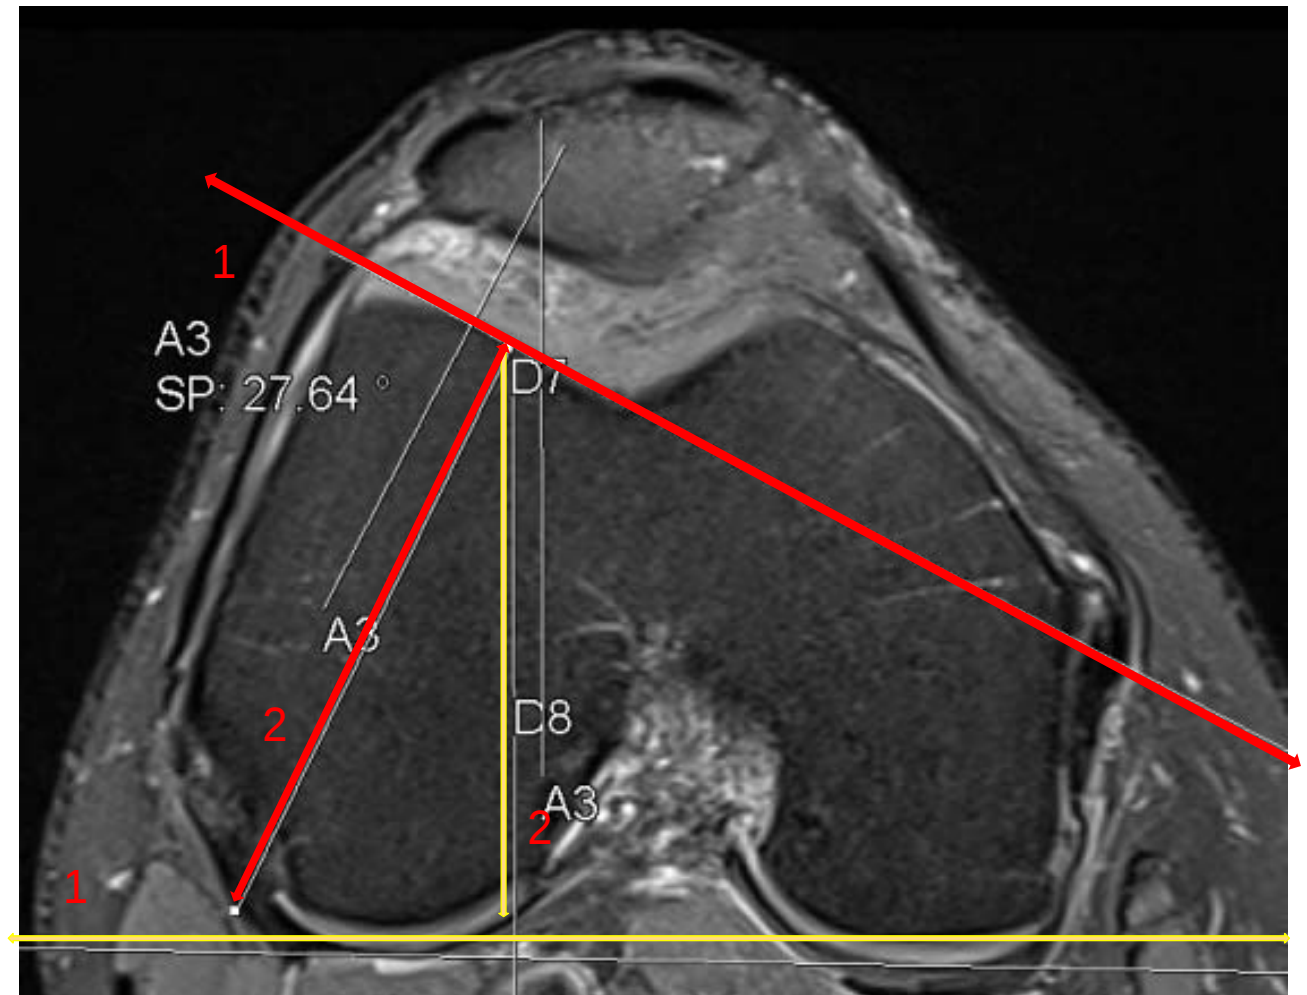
IRM du genou en coupe axiale avec ILT = $24,5^\circ$
